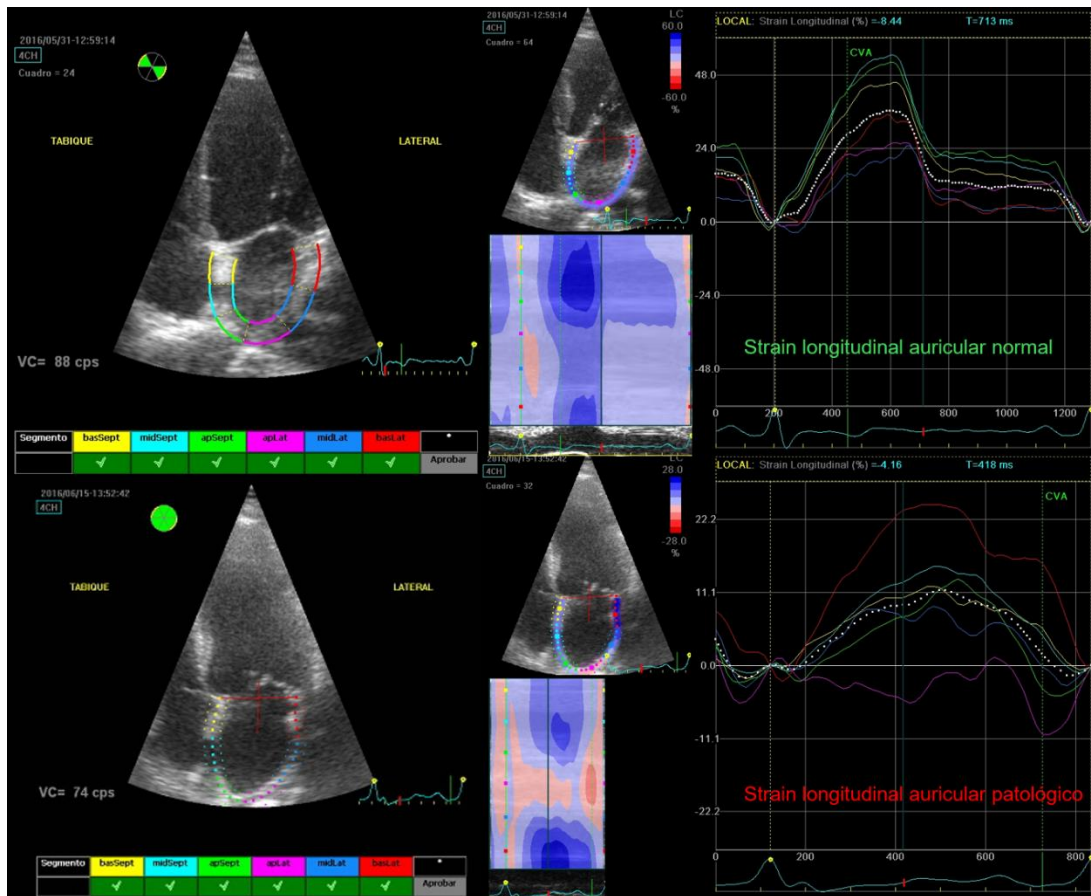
Análisis de strain longitudinal auricular en plano apical 4-cámaras en equipo General Electric y estación de trabajo EchoPAC. En las imágenes de la izquierda el software muestra en distintos colores los seis segmentos analizados. En las imágenes de la derecha se muestra las curvas de strain en un caso normal y en otro patológico.
